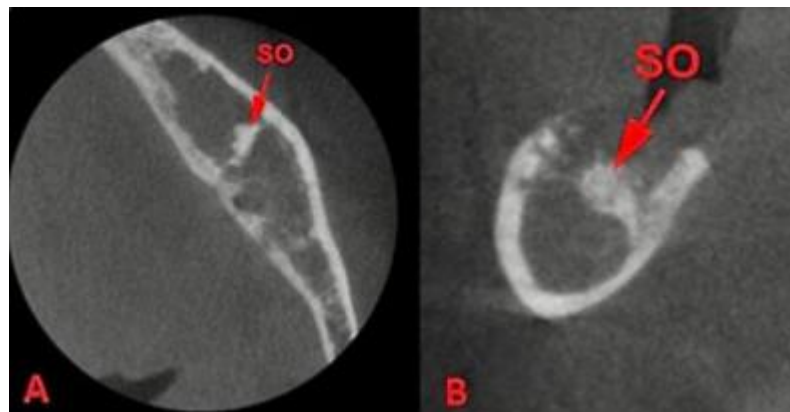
Tomografia Cone-Beam evidenciando nos cortes axial (A) e sagital (B) da região correspondente ao 36 e 37, áreas com ausência de trabéculas ósseas e presença de sequestro ósseo. (MILANI et al., 2019)
